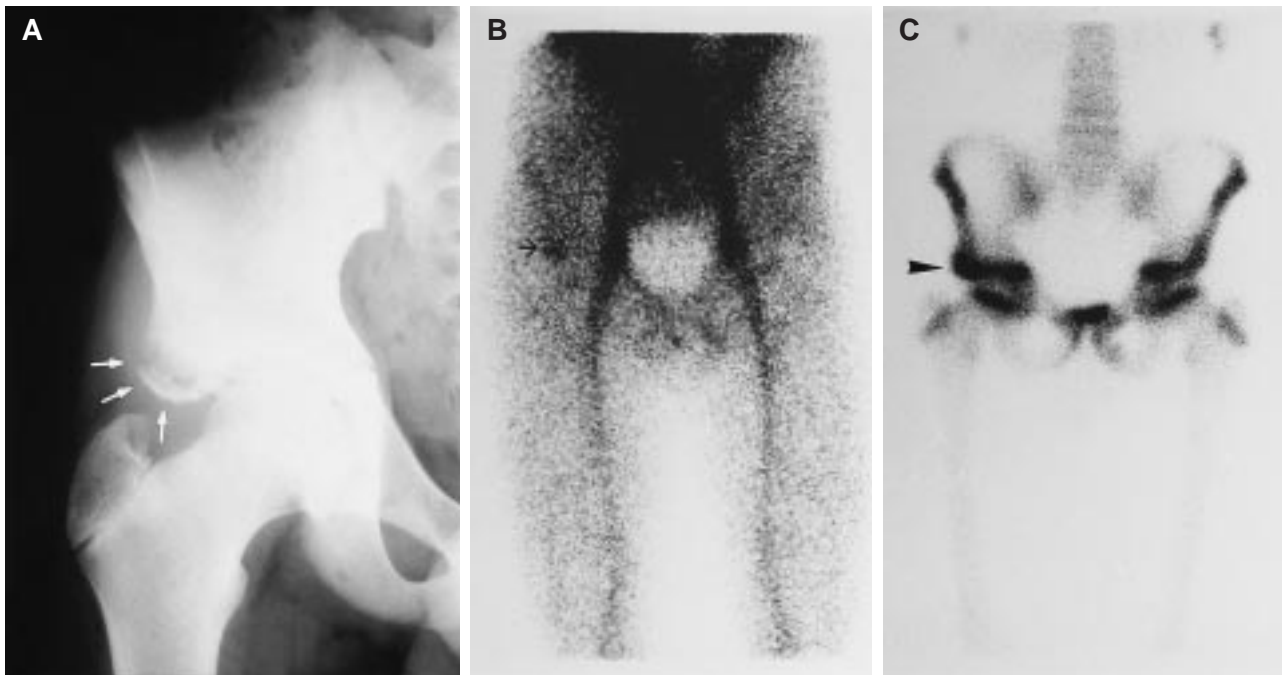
(Caso 6). Paciente de 14 años, jugador de fútbol, que refería dolor agudo y sensación de chasquido en la cadera derecha tras chutar con fuerza el balón, que presentó fractura por avulsión de la espina iliaca antero-inferior derecha. La radiografía anterior de cadera derecha (A) muestra el arrancamiento del fragmento óseo correspondiente a la espina iliaca antero-inferior. En la gammagrafía ósea se observa una hipercaptación focal del trazador en la espina iliaca antero-inferior derecha tanto en la fase precoz (B) como en la fase ósea tardía (C), que se corresponde con la lesión radiológica y traduce actividad osteogénica reparadora en la zona de lesión ósea aguda por arrancamiento, en el origen del músculo recto anterior del muslo.
